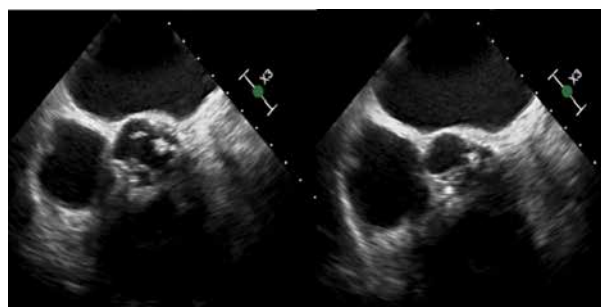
Ecocardiografie transesofagiană, Valvă aortică tricuspă, calcificări ale marginilor libere ale CCS și la nivelul inelului în zona joncțiunii CCD-CNC
